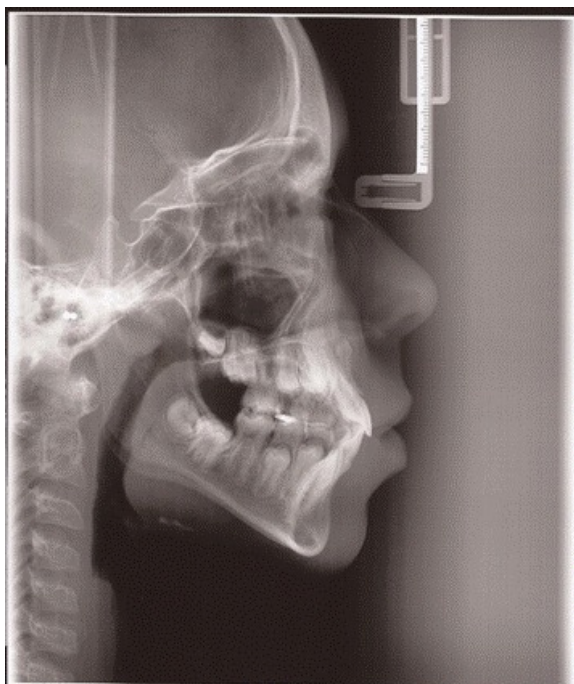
Telerradiografia lateral, evidenciando a presença do dente supranumerário.
